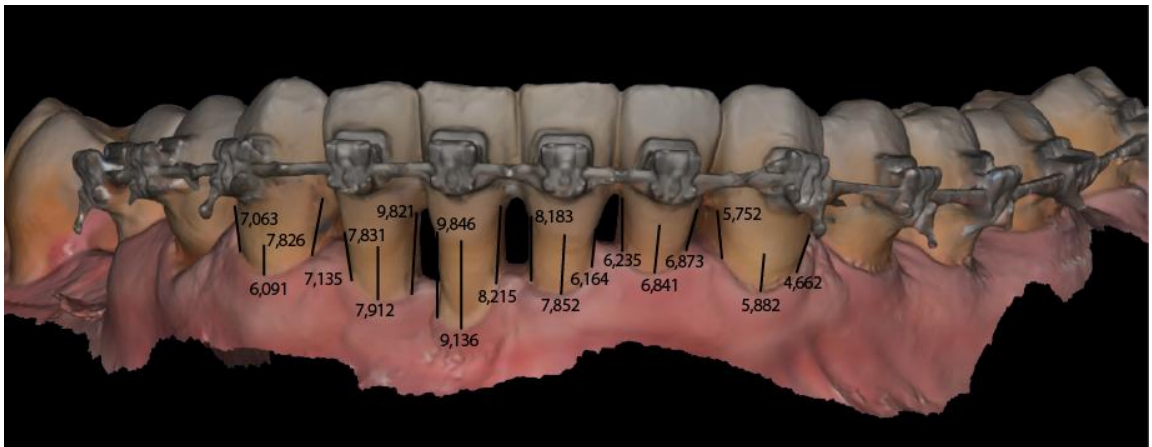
3D-сканирование после ортодонтической интрузии с вестибулярной поверхностью
